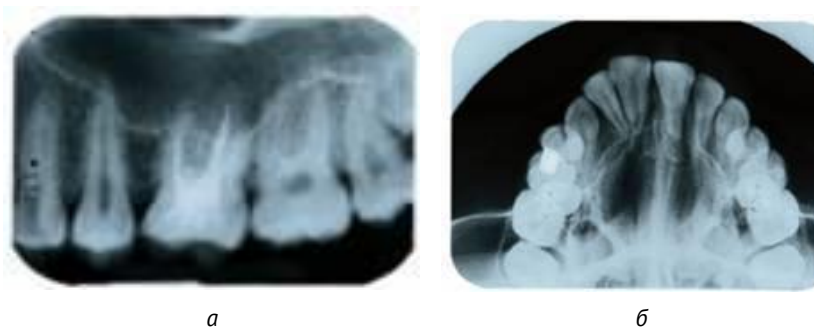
Внутриротовая рентгенограмма:
